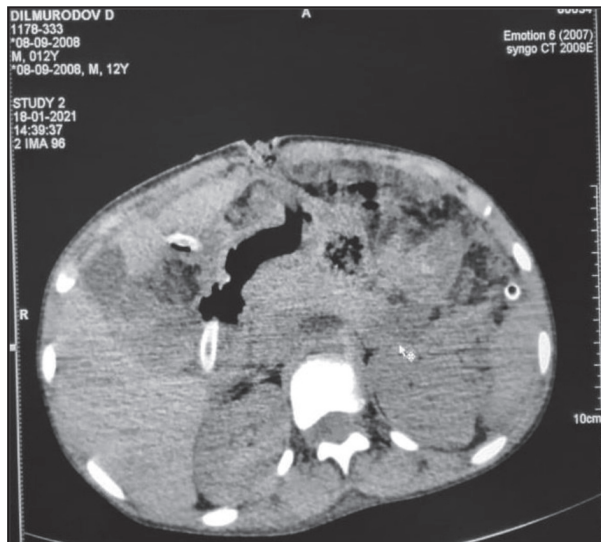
МСКТ пациента, 13 лет. Аксиальная проекция. Посттравматический панкреонекроз. Абдоминализация и программированная санационная бурсооментоскопия № 3
